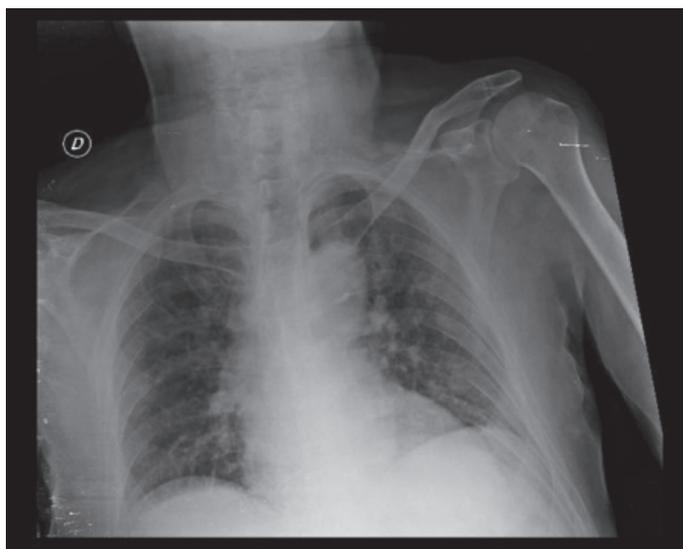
Radiografía de tórax (frente). Se observan hili congestivos. El índice cardiotorácico se ve conservado.
